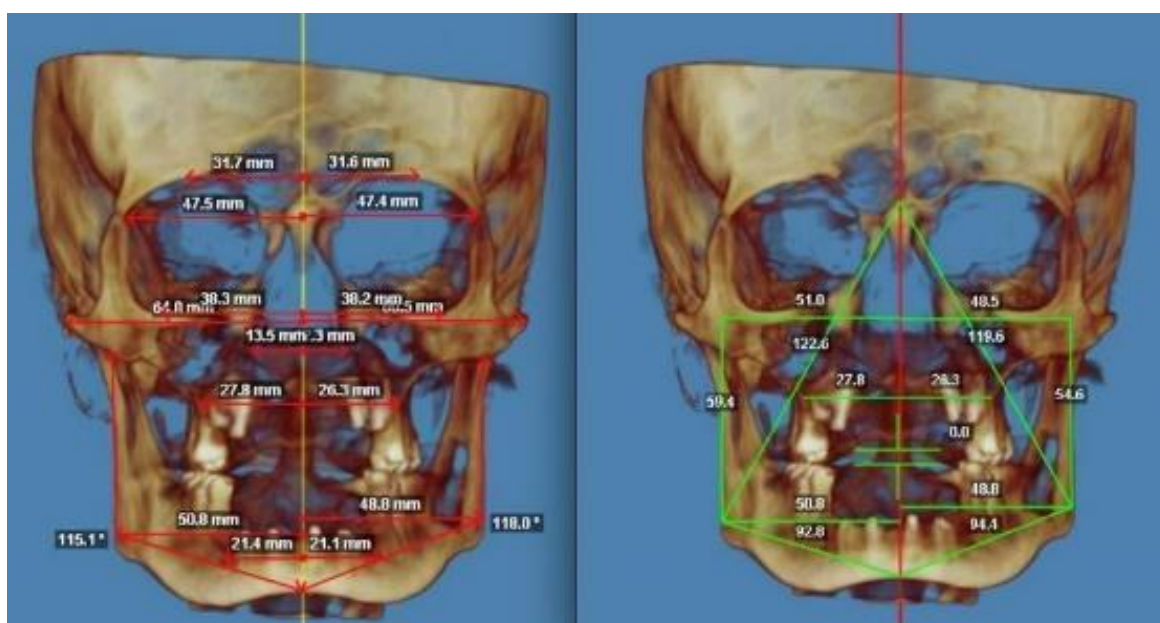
3D-Цефалометрическое исследование на основании данных МСКТ для выявления отхождения от норм пропорциональных соотношений ЧЛЮ.
